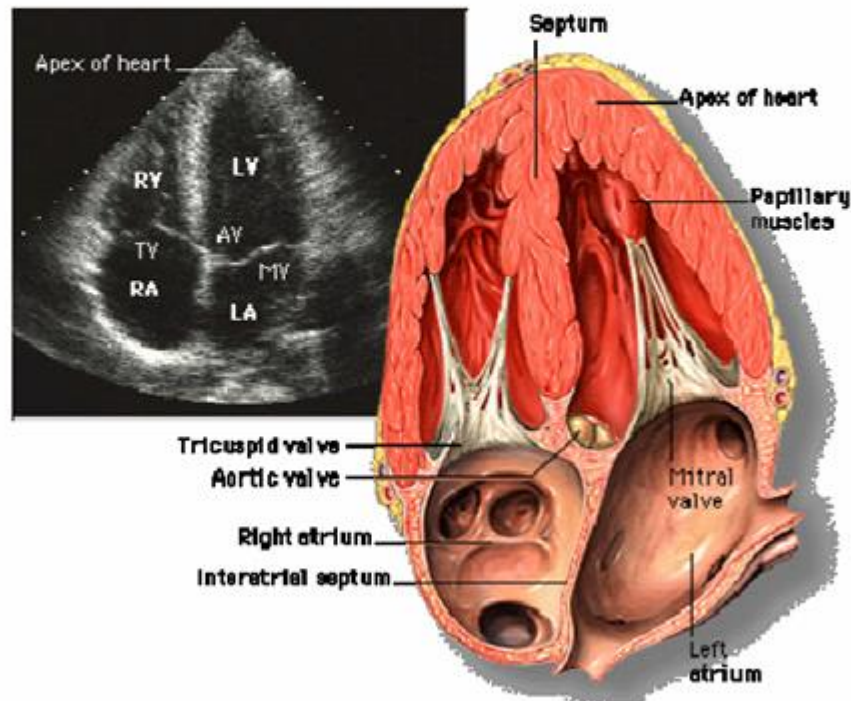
Apical four-chamber (A4C) views. (See c
